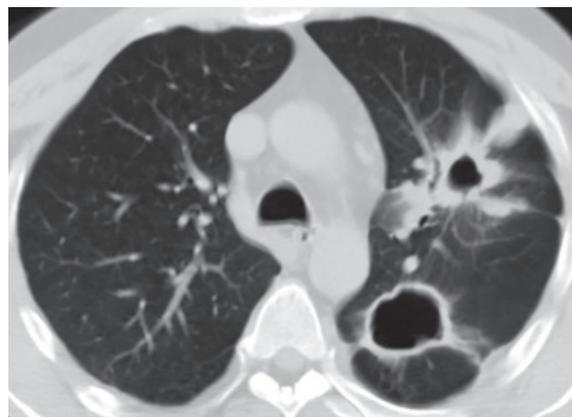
КТ ОГП пациента с ГПА: узелковые образования в правом легком, расположенные вдоль бронхо-сосудистых пучков; узлы и консолидации с полостями распада в левом легком.
